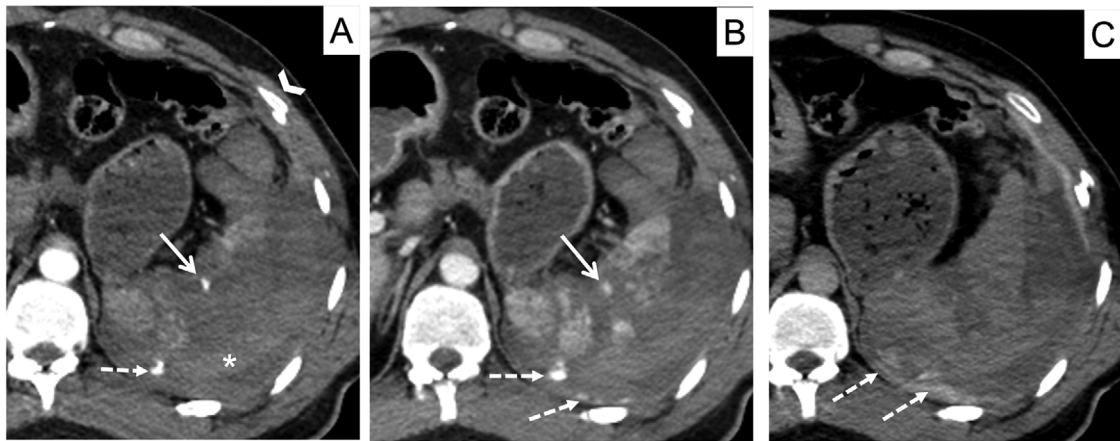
Cortes axiales de TC abdominopélvico en fases arterial, venosa y tardía, en paciente con trauma abdominal cerrado. A) Fase arterial. B) Fase venosa. C) Fase tardía. Lesión vascular contenida (flecha continua): lesión hiperdensa en fase arterial que disminuye su atenuación en fase venosa y desaparece en fase tardía. Sangrado activo al peritoneo (flecha discontinua): lesión hiperdensa en fase arterial que aumenta su atenuación y su tamaño en fases venosa y tardía, por sí solo constituye un grado v en la clasificación AAST. El parénquima esplénico debe valorarse en la fase venosa; muestra un estallido esplénico rodeado de hemoperitoneo y de coágulo centinela (asterisco). También existen fracturas costales (cabeza de flecha).
